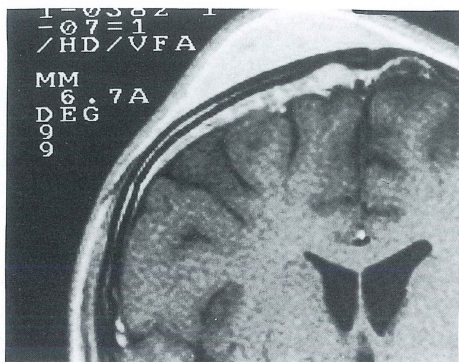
MRI of the parietal bone. Coronal contrast enhanced images. An extra-osseous subcutaneous mass is seen as well as an epidural mass lesion. Findings are compatible with metastatic bone tumor with extra-osseous extension.
